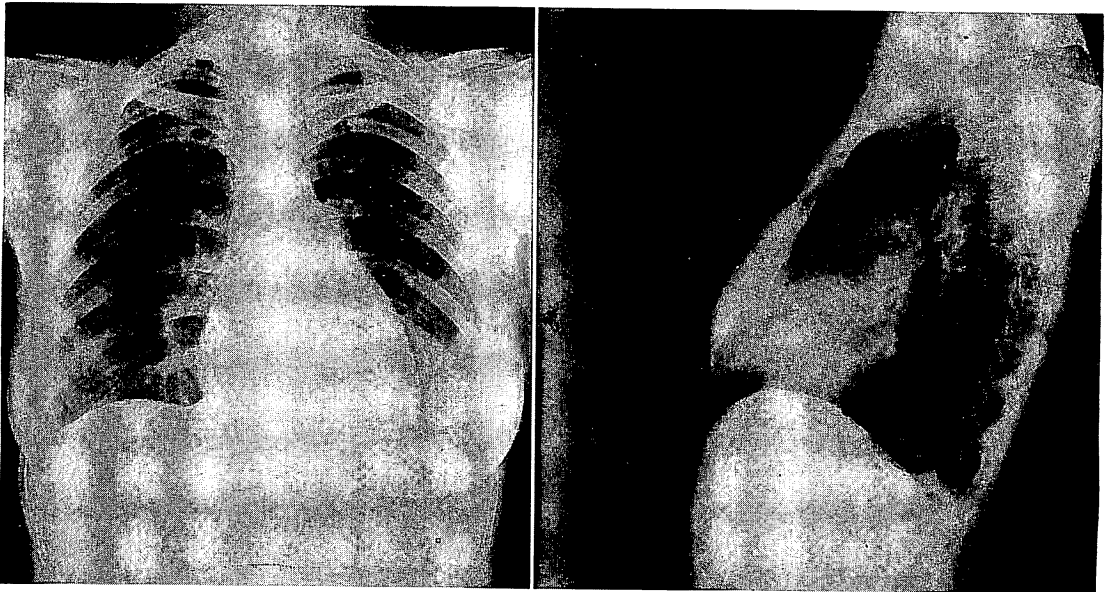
Chest roentgenograms.
